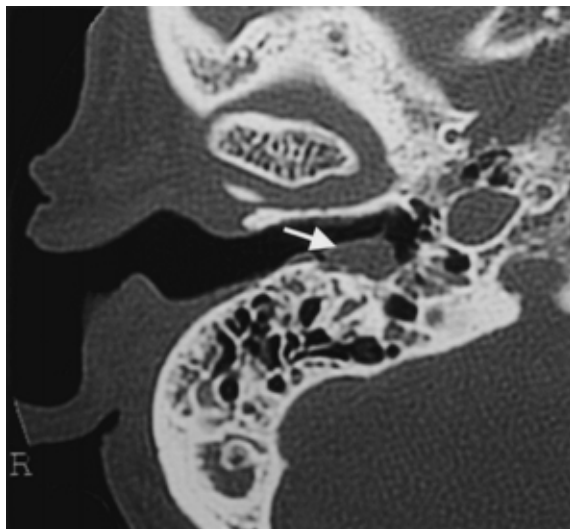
側頭骨CT軸位(5月11日): 外耳道後壁に軟部陰影(白矢印)を認めるが、外耳道から鼓膜を確認できる状態で、中耳への進展は軽度である。
